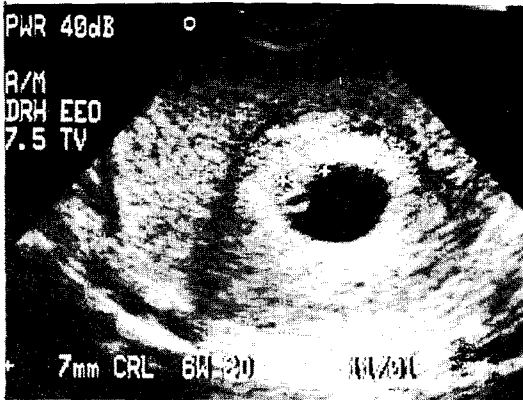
This sonographic finding demonstrates single gestational sac.
